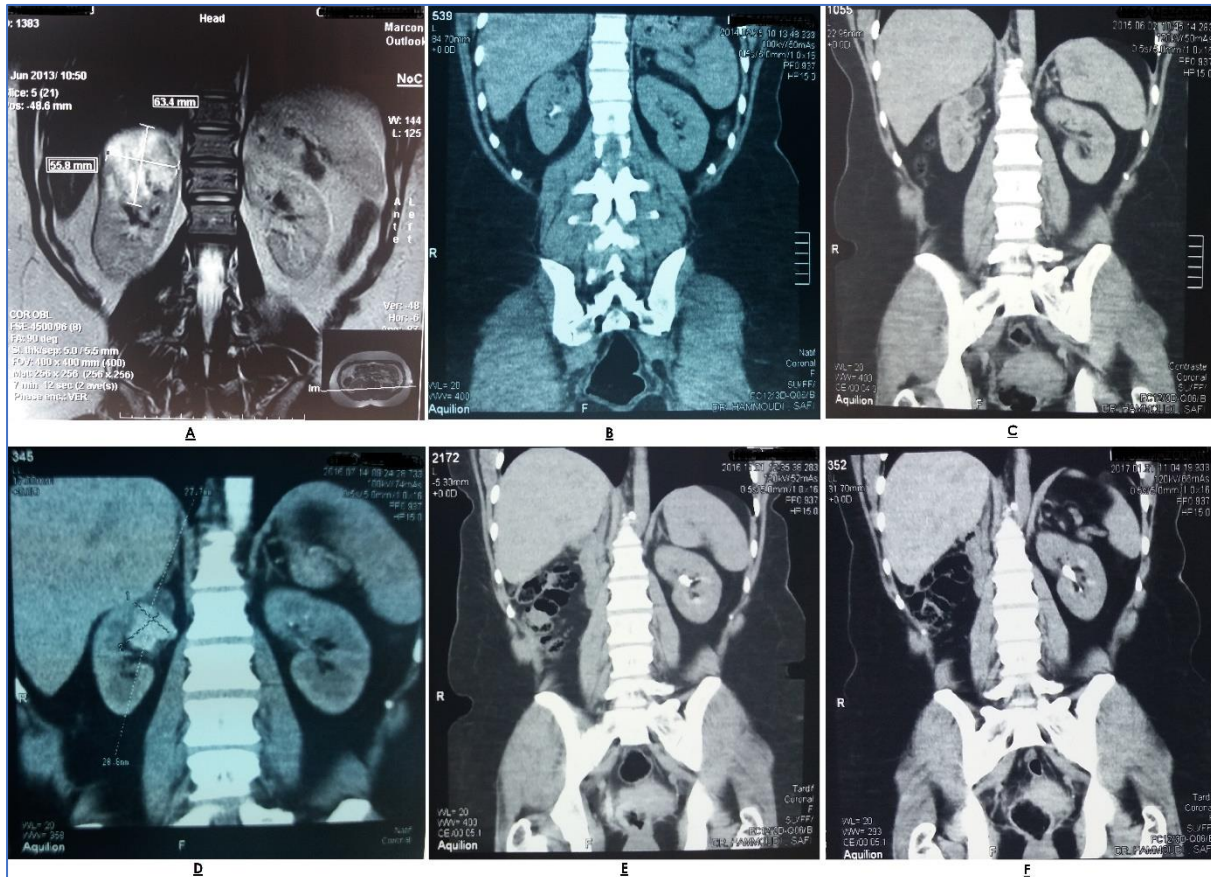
Aspect IRM montrant une masse rénale du pole supérieur droit mesurant 65*60mm (A) ; Contrôle scanographique après 06 mois de la NP ne montrant pas d'anomalie d'allure évolutive (B) ; Apparition d'un petit kyste de type I de BOSNIAK de 20mm au niveau du pole supérieur du rein droit après 22 mois de la NP (C) ; Néoformation du pole supérieur du rein droit après 03 ans avec un kyste simple connu à ce niveau (D) ; absence de récurrence locorégionale à 03 mois (E) et à 06 mois (F) après la NTE.
